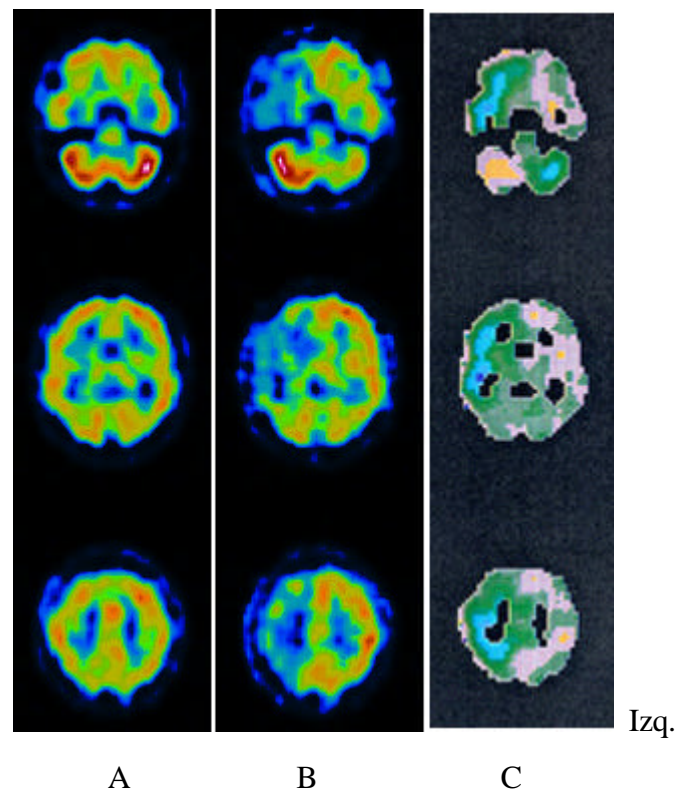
A: SPECT cerebral interictal normal; B: SPECT realizado tras la inyección de 125 mg de amobarbital en la ACI derecha; C: Imagen diferencia con escala paramétrica. Disminución muy marcada de la perfusión (superior al 20%) en las zonas dependientes del territorio carotídeo derecho (frontal, temporal lateral y parietal). La reducción de la perfusión en los territorios dependientes del flujo vertebrobasilar derecho (occipital) fue muy discreta (del 5%). El cerebelo izquierdo se hipoperfunde por diásgnosis cruzada con una intensidad similar al territorio frontoparietal.
